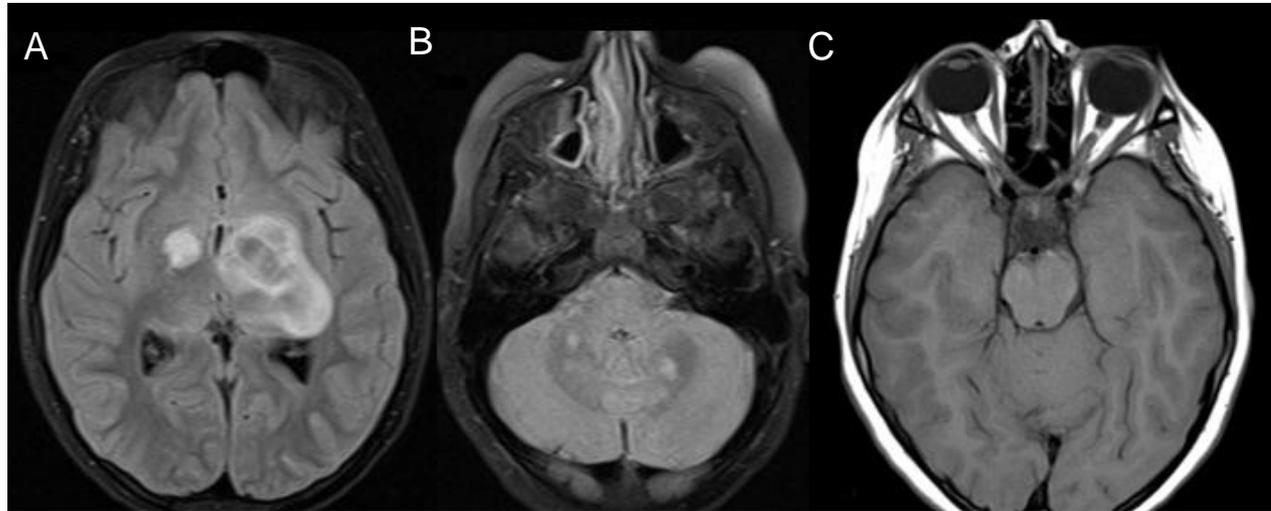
Imagen heterogénea hiperintensa en secuencia FLAIR con epicentro a nivel de los ganglios basales y tálamo izquierdo. Imágenes de similares características se visualizan en topografía de cabeza de caudado - rodilla de la cápsula interna contralateral (A) y ambos lóbulos cerebelosos (B). Asocia a engrosamiento bilateral de nervios ópticos, quiasma y cintillas ópticas (C).
